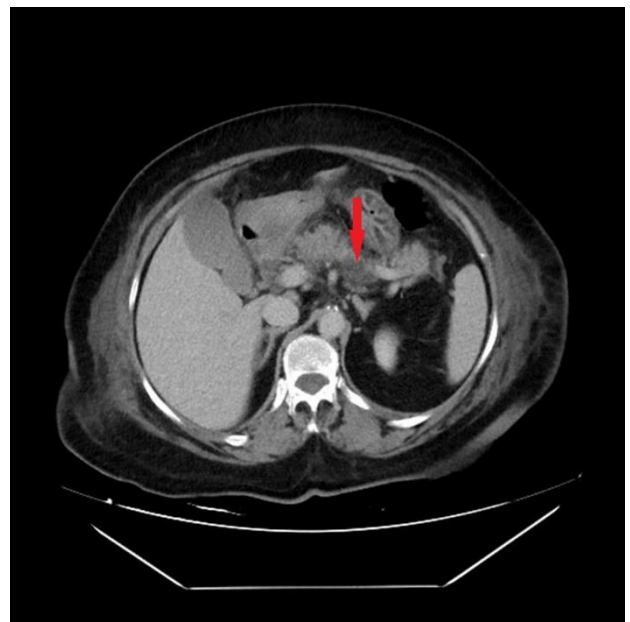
Contrast Enhanced CT imaging. Findings in favor of pancreatitis in peripancreatic region and pancreatic dry area without any dilatation in the biliary tract with normal gall bladder wall thickness.
